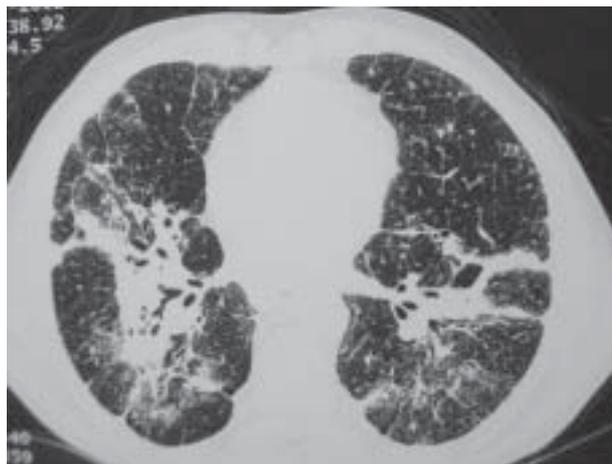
TAC torácica: “extensas áreas de fibrose em ambos os pulmões mais evidentes nos lobos inferiores, múltiplas adenopatias mediastino-hilares”.
